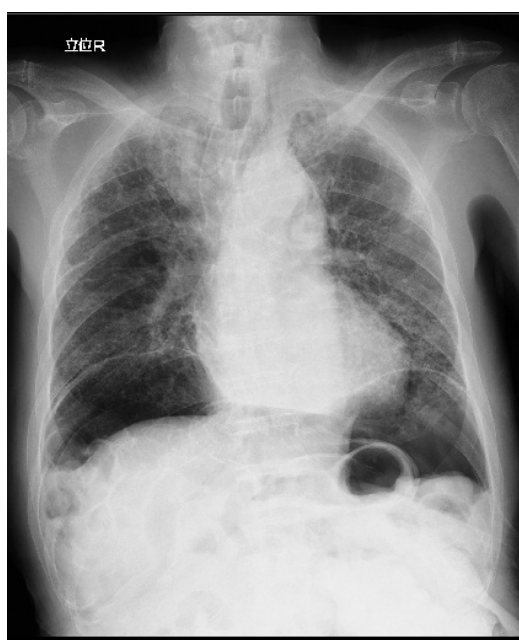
Chest X-ray shows intra-abdominal free air.
